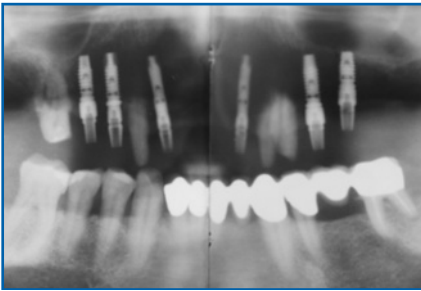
Röntgenkontrolle zur Überprüfung des korrekten Sitzes der Abdruckpfosten
